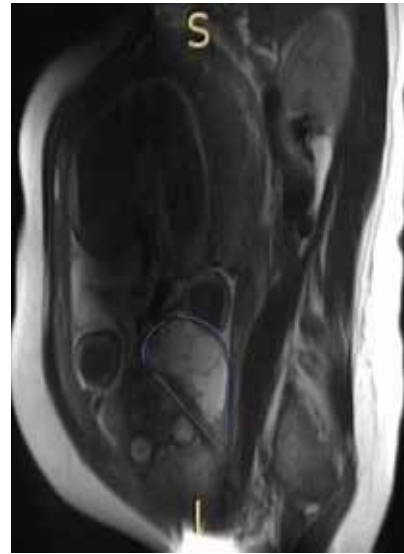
Resonancia magnética con linfangioma quístico cervicofacial.
